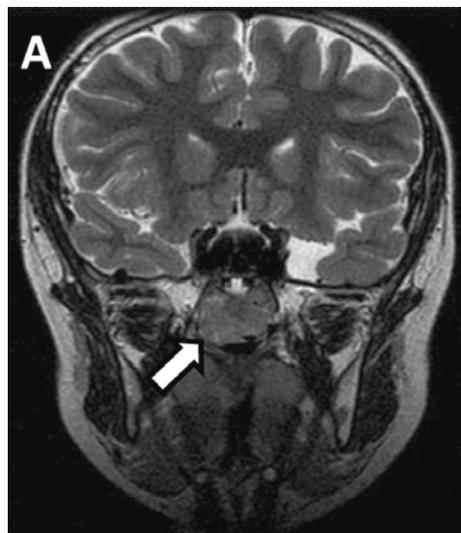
Resonancia magnética nuclear. A. Corte axial. B. Corte sagital. Estudio de extensión, donde se descarta compromiso intracraneal. Se identifica masa de 20,67 mm x 20,63 mm (flecha blanca).
